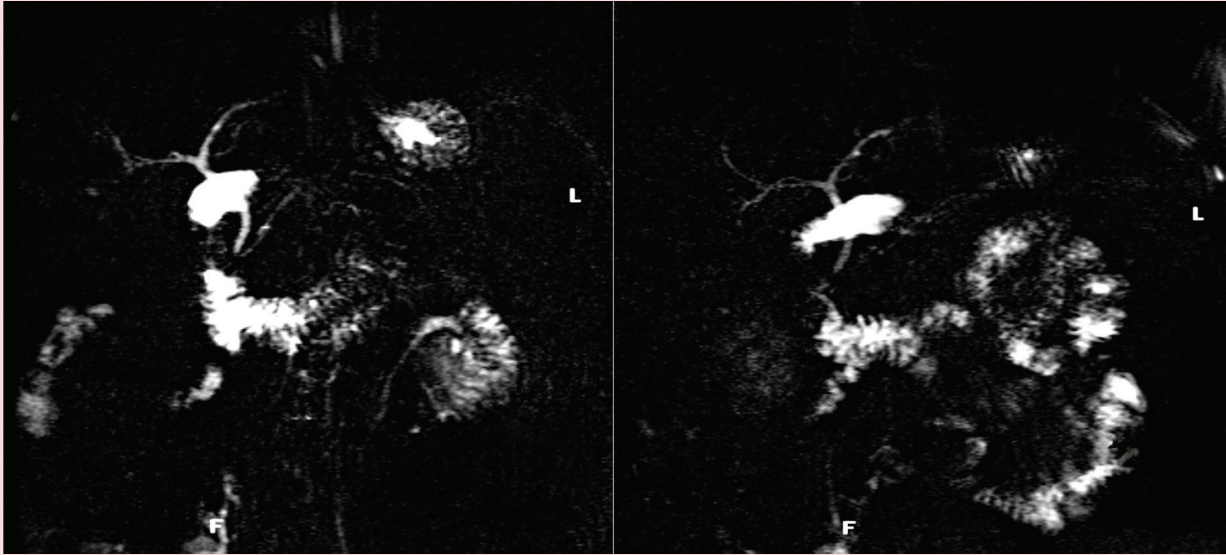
Magnetic resonance cholangiopancreatography: absence of the gallbladder.
